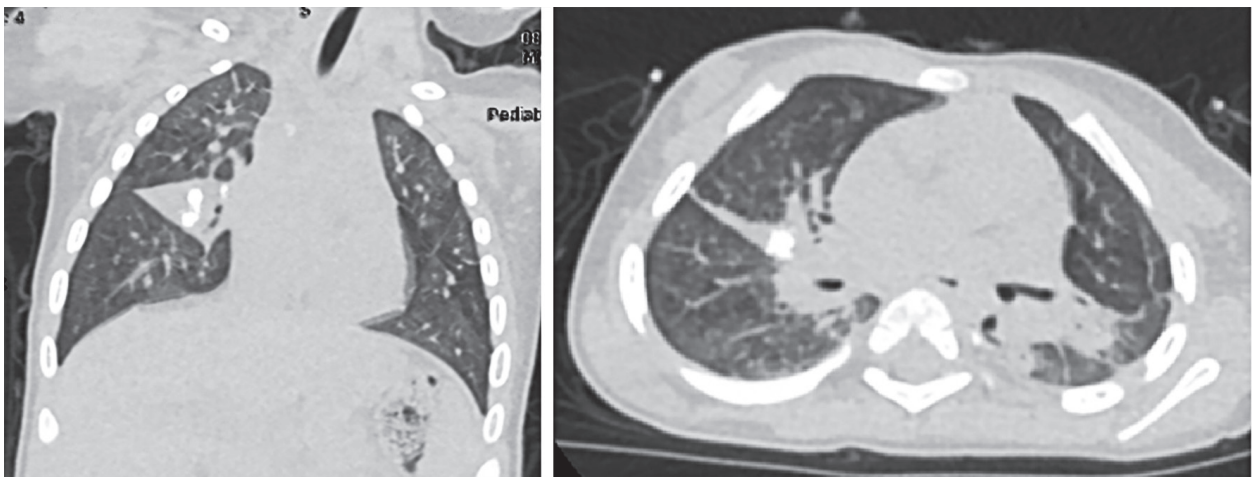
КТ ОГК через 3 месяца лечения.
